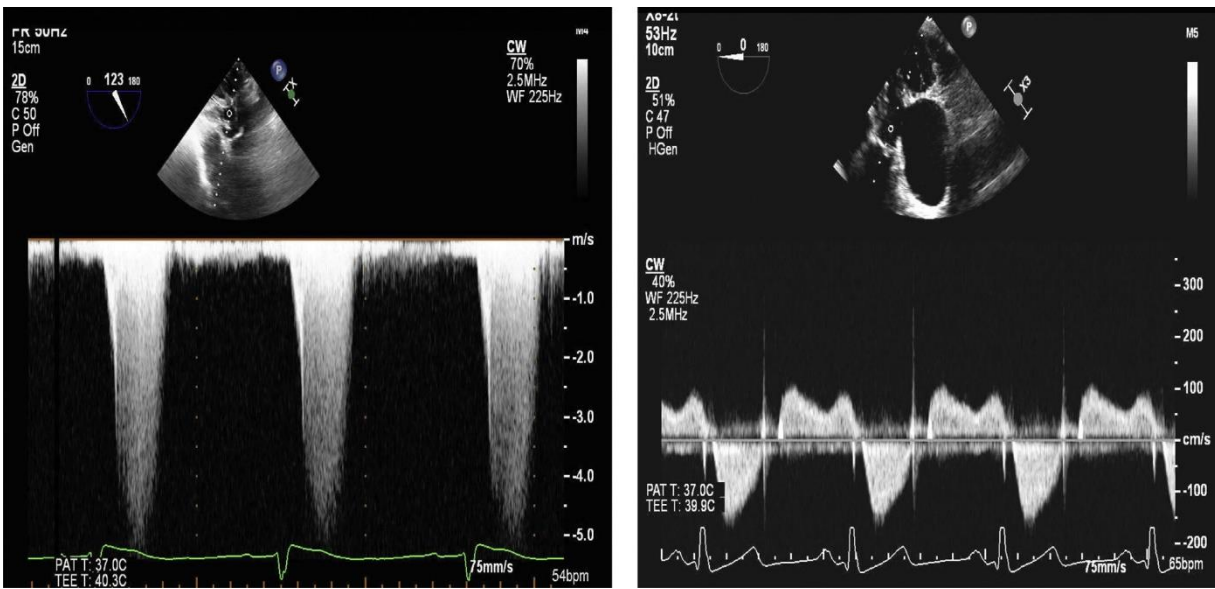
基线时二尖瓣经导管边缘到边缘修复 (TEER) 之前 (左图) 和之后 (右图) 的左心室流出道梯度。通过经食管超声心动图使用深部经胃视图采集的信号。注意 TEER 后 100-mm Hg 梯度的消除。
